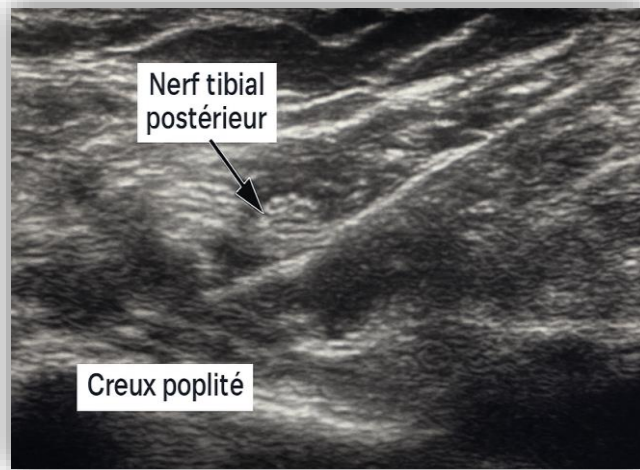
Bloc anesthésique échoguidé - Phase d'injection : Insertion de l'aiguille sous contrôle échographique, injection périnerveuse de lidocaïne ou bupivacaïne le long du nerf tibial postérieur, dans le creux poplité.
